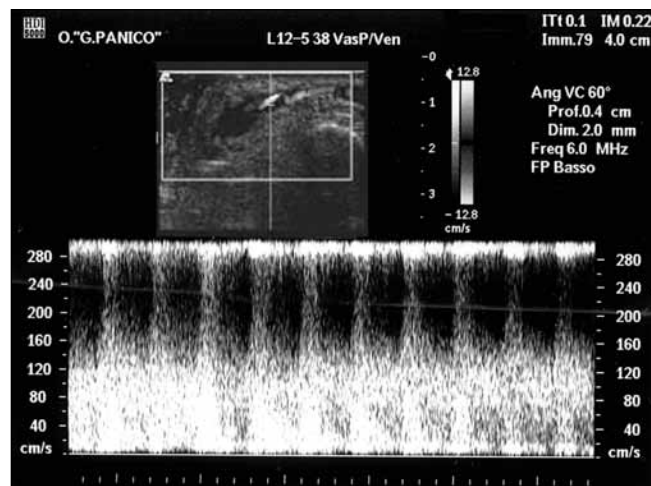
Campionamento ecocolorDoppler del tratto venoso post anastomotico di FAV che dimostra alte velocità sia sistoliche che diastoliche con dispersione spettrale.
